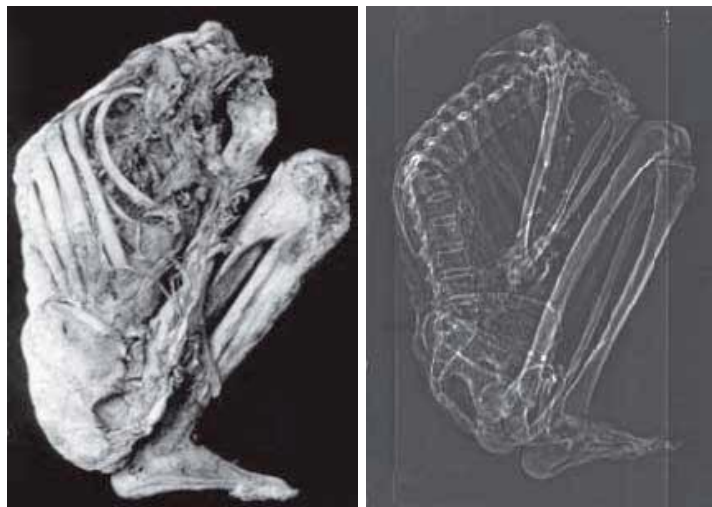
Izquierda: Momia. Museo Arqueológico de la Casa del Marqués de San Jorge, Bogota, Colombia. Derecha: Tomografía Computerizada mostrando lesiones en los cuerpos vertebrales T10/T11.
